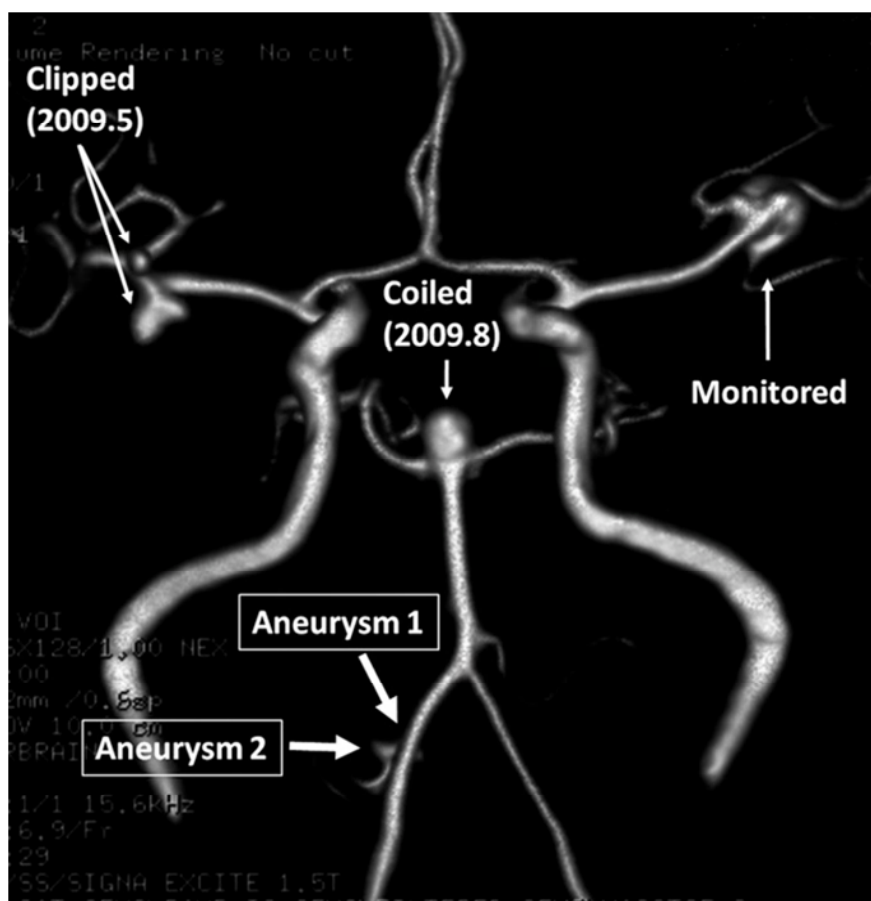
Magnetic resonance angiography showing six aneurysms in one patient: two in the right middle cerebral artery, which were clipped; one at the tip of the basilar artery, which was coiled; and one in the left middle cerebral artery and two in the right posterior inferior cerebellar artery, referred to as Aneurysm 1 and Aneurysm 2.
